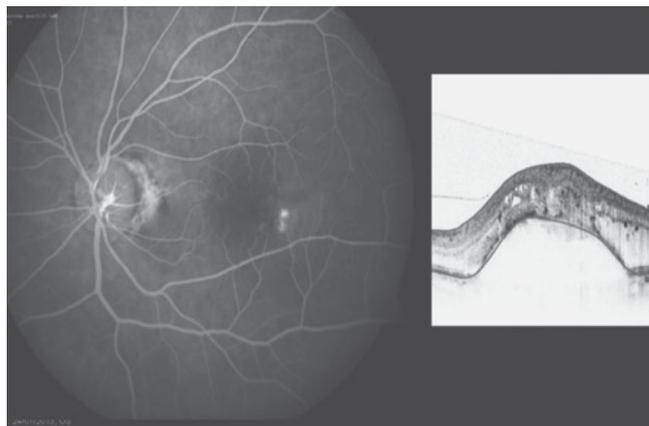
Degeneración macular relacionada a la edad. Angiografía de retina (izquierda) en la que se aprecia una membrana neovascular coroidea ha sangrado. La tomografía óptica coherente (derecha) revela las alteraciones anatómicas relacionadas a esta patología.
